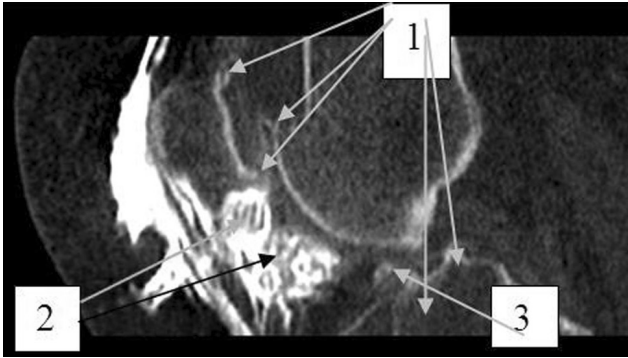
СКТ артрографія. Фронтальні МПР колінного суглоба на рівні м'яких тканин підколінної ямки: 1 — щілиноподібний заплив контрасту в м'які тканини підколінної ямки — розрив суглобової капсули
